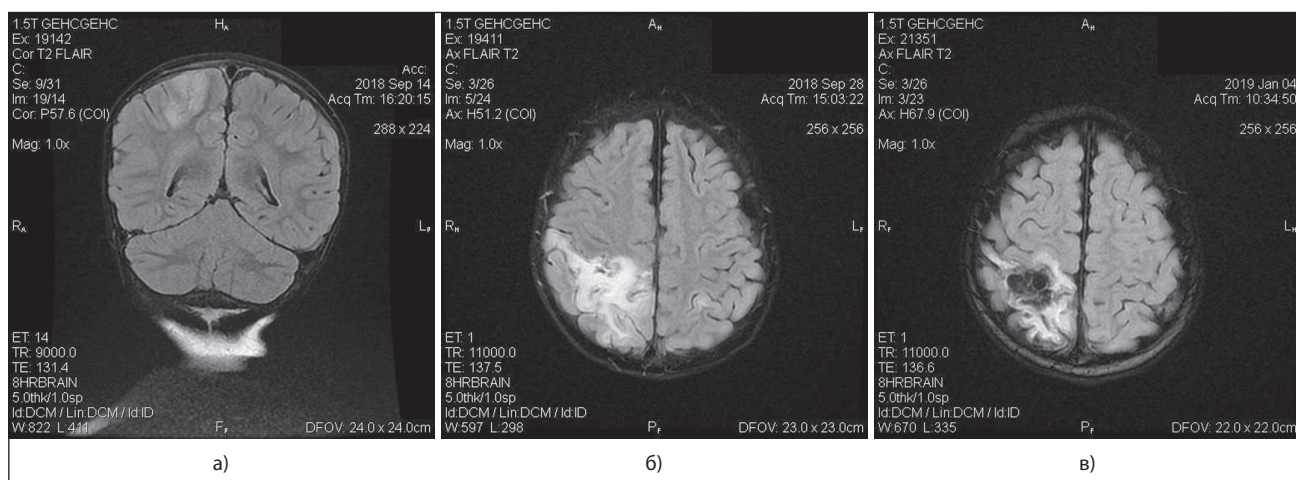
Ураження ГМ у хворого на ГЕ, виявлені за даними МРТ: а) фокус ураження кортикально/субкортикально в тім'яній частці справа (18.09.2018); б) контрольне — збільшення ділянки ураження паренхіми у правій гемісфері ГМ (28.09.2018); в) залишкові енцефаломаліційні кістозно-гліотичні зміни в ділянці ураження (04.01.2019)
